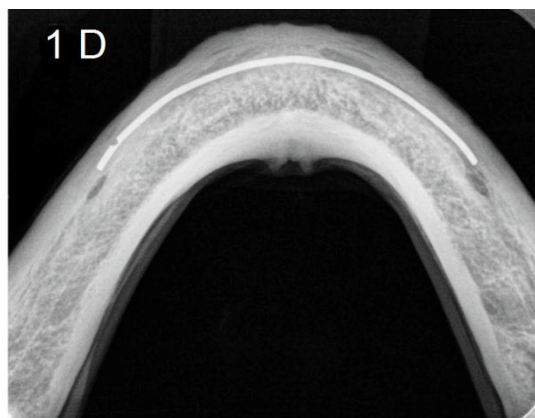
Radiografia oclusal digital
